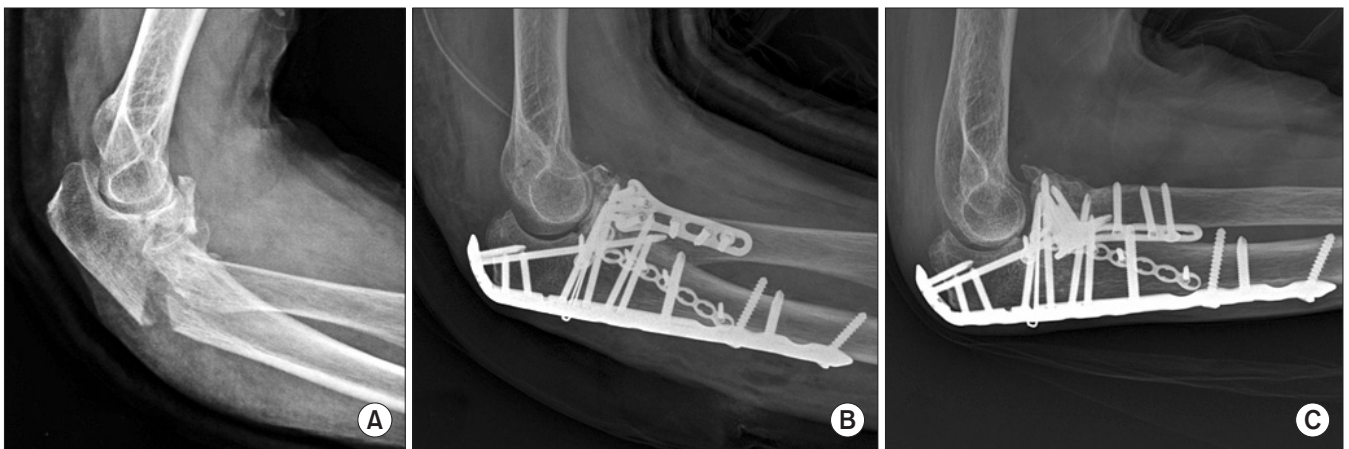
An 87-year-old woman fell on the ground and injured her left elbow. (A) Lateral x-ray of posterior olecranon fracture dislocation associated with the coronoid process fracture and radial head fracture. (B) Postoperative lateral x-ray of the patient fixed with a plate and screws. (C) After one-year, the patient had good results.
